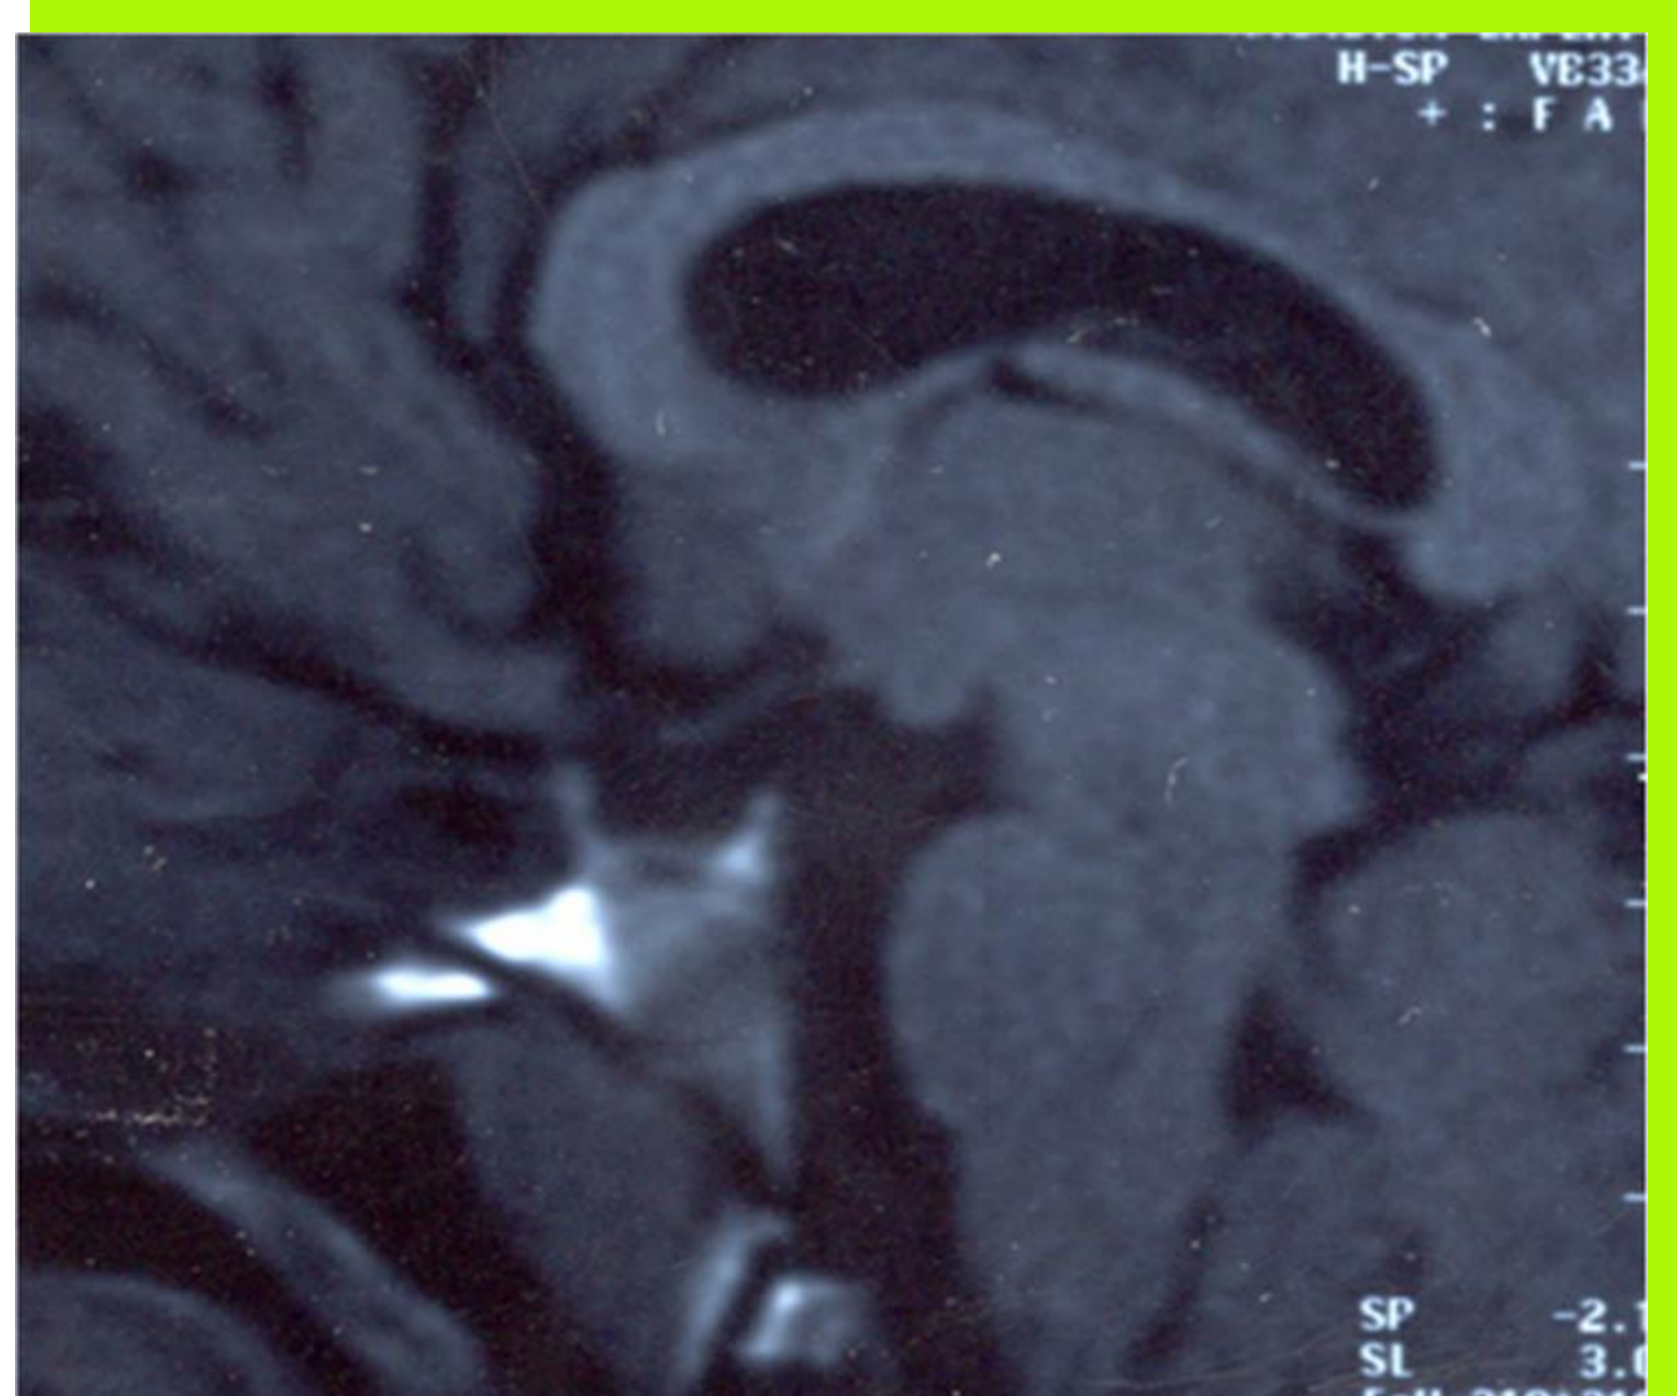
Sagittal T1W magnetic resonance image shows a small optic chiasm, a hypoplastic pituitary stalk, an "empty" sella and a partial hypoplasia of corpus callosum. Zoric et al. BMC Research Notes 2014;7:191 doi:10.1186/1756-0500-7-191
